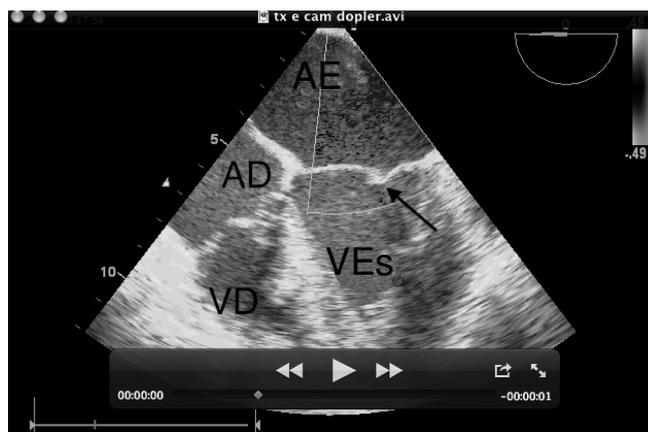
Visualização das Quatro Câmaras Cardíacas pelo Esôfago Médio. A seta mostra a válvula mitral competente durante a sístole do ventrículo esquerdo pelo Doppler colorido. Ventriculo direito (VD), átrio direito (AD), átrio esquerdo (AE), ventriculo esquerdo durante a sístole (VEs).
